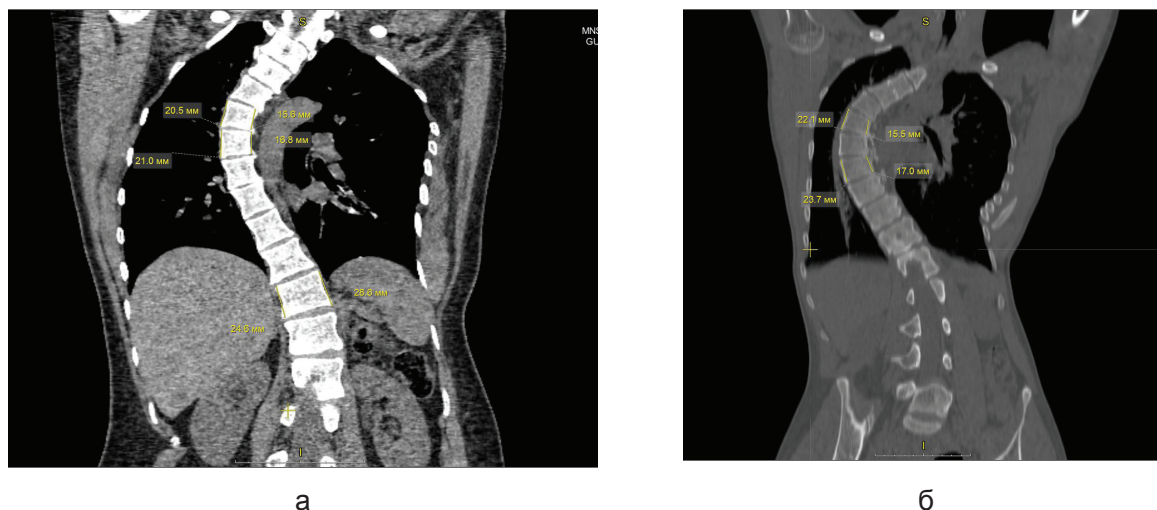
МСКТ грудного отдела позвоночника у больных идиопатическим сколиозом. Определение высоты позвонков по выпуклой и вогнутой сторонам (а-деформация 70°, б-деформация 100°). MPR во фронтальной плоскости
